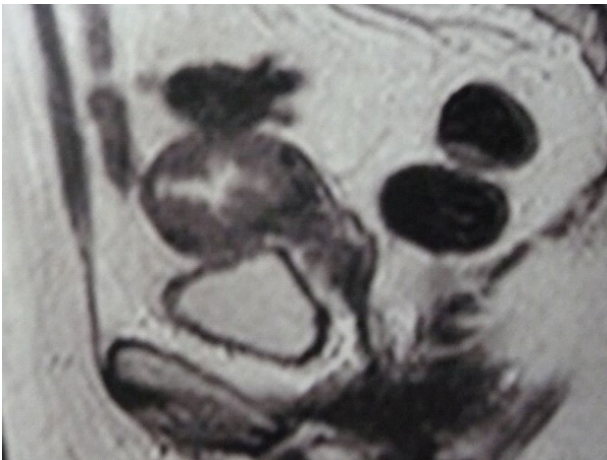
resonancia magnética nuclear que ilustra un carcinoma de endometrio con afectación de toda la pared del miometrio. La resonancia es fundamental para la evaluación preoperatoria.
